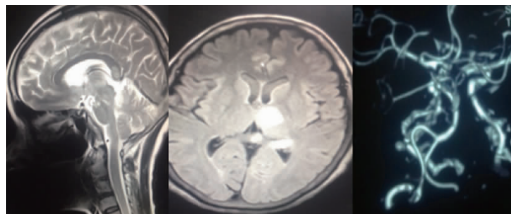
Findings in MRI and DSA of another a 58-year-old female patient
